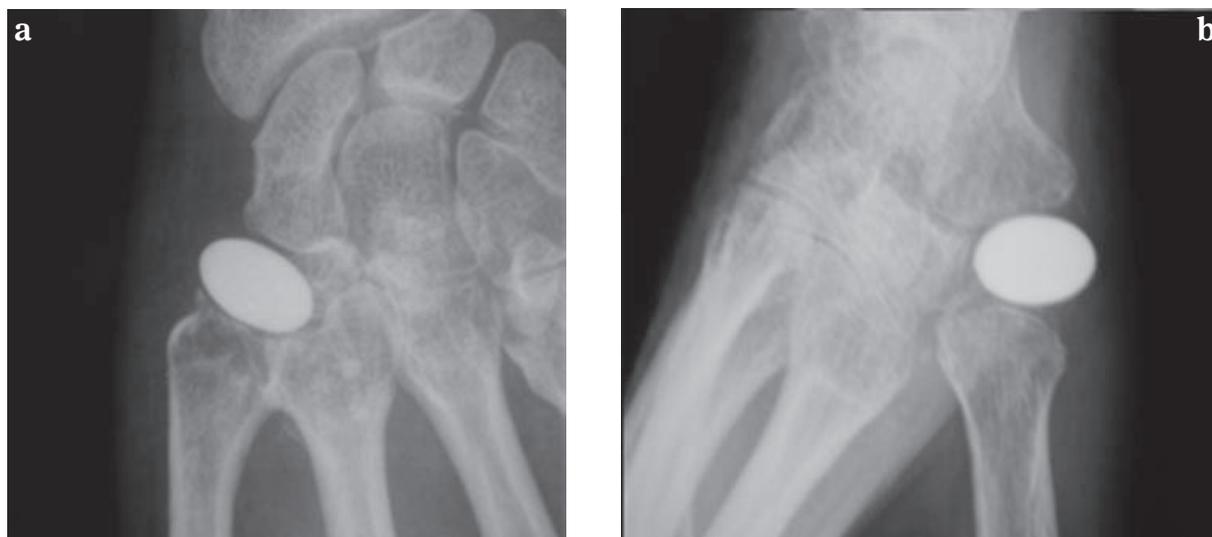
a, b : Trapézectomie avec interposition d'implant libre en pyrocarbone. Radiographie de face (a) et de profil (b).
